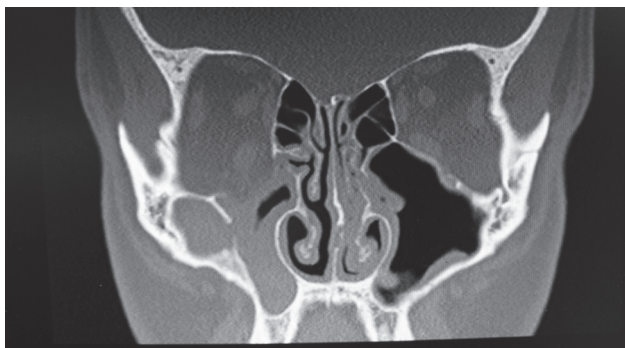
TAC que aporta el paciente
